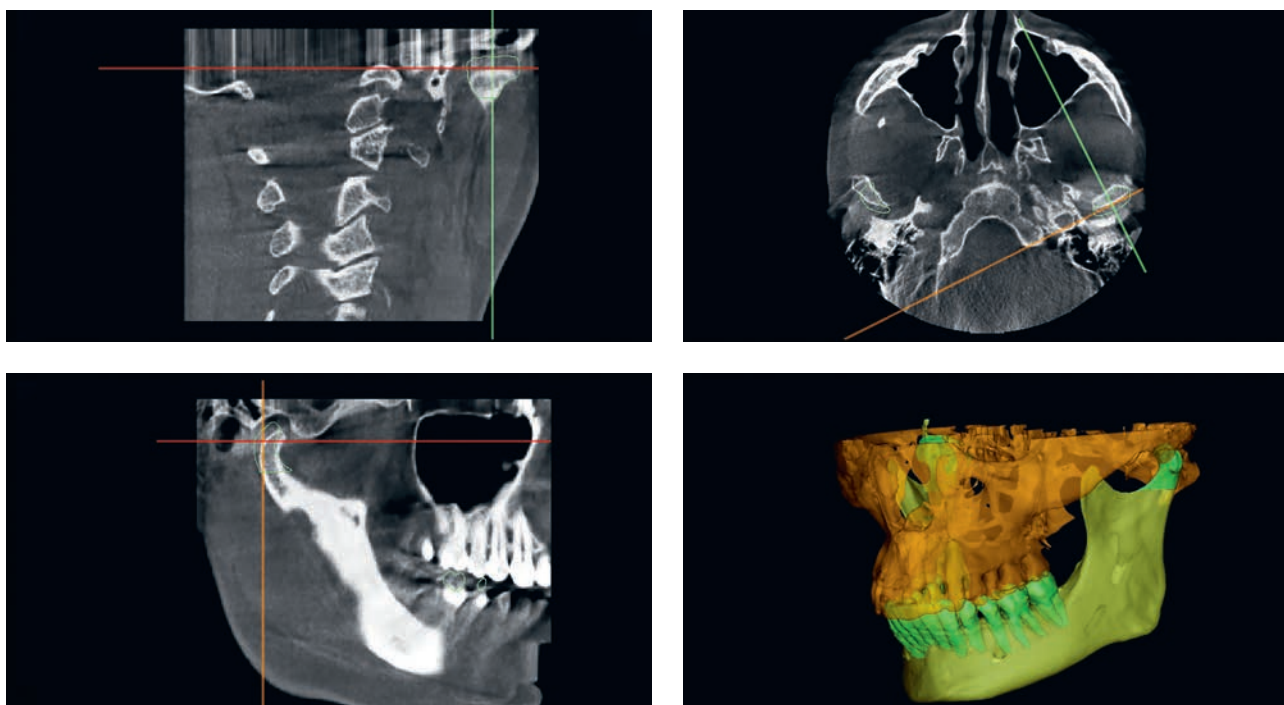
Анализ контуров левой суставной головки на срезах, полученных при КТ-исследовании
